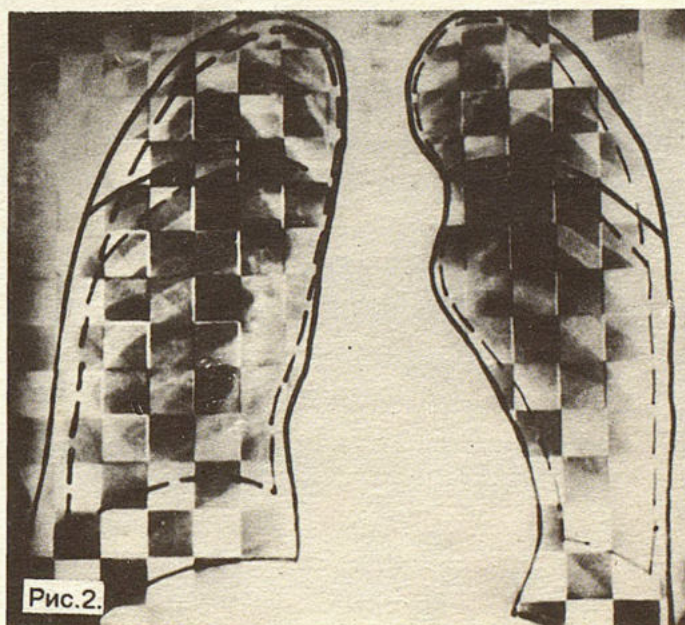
Рентгенопневмополиграмма больного с легкими нарушениями (1-я подгруппа). Незначительное снижение подвижности диафрагмы.
